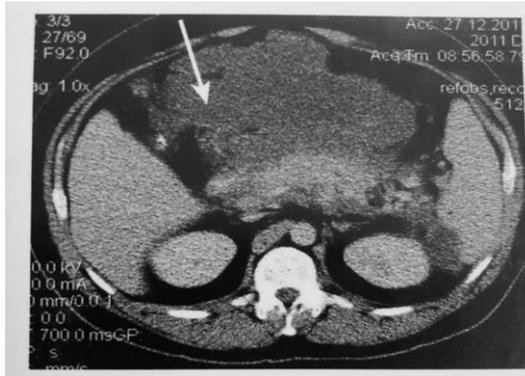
Спиральная компьютерная томография живота. Отграниченное скопление жидкости в проекции сальниковой сумки и желудочно-ободочной СВЯЗКИ
